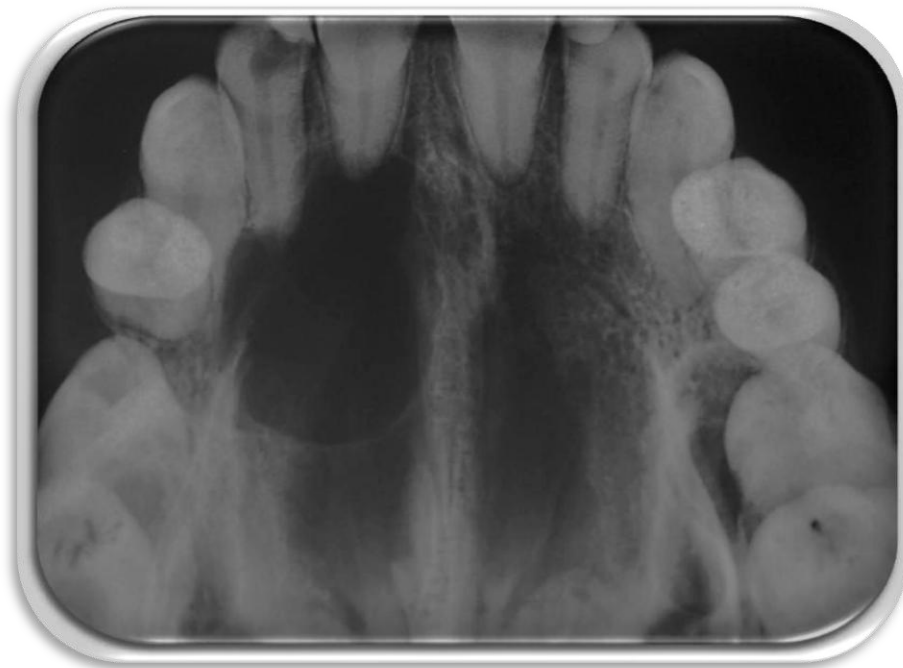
Rarefação óssea periapical circunscrita envolvendo as raízes dos elementos 11, 12 e 13
